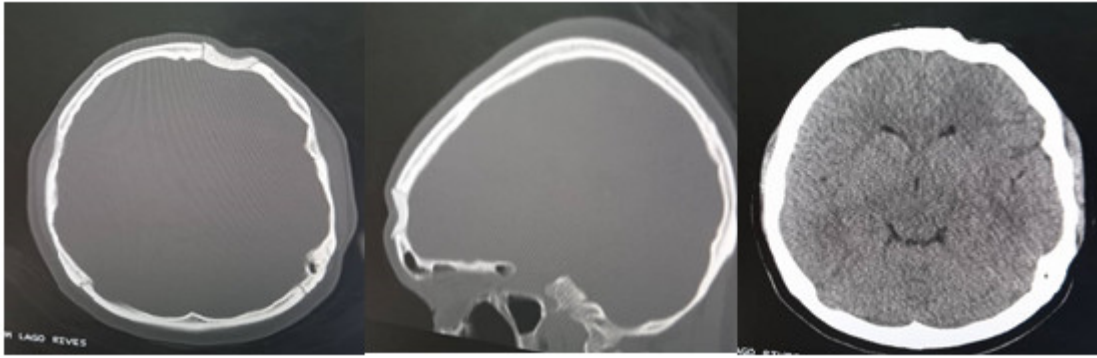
TAC postoperatoria con ausencia del quiste aneurismático y la plastia con metacrilato.
